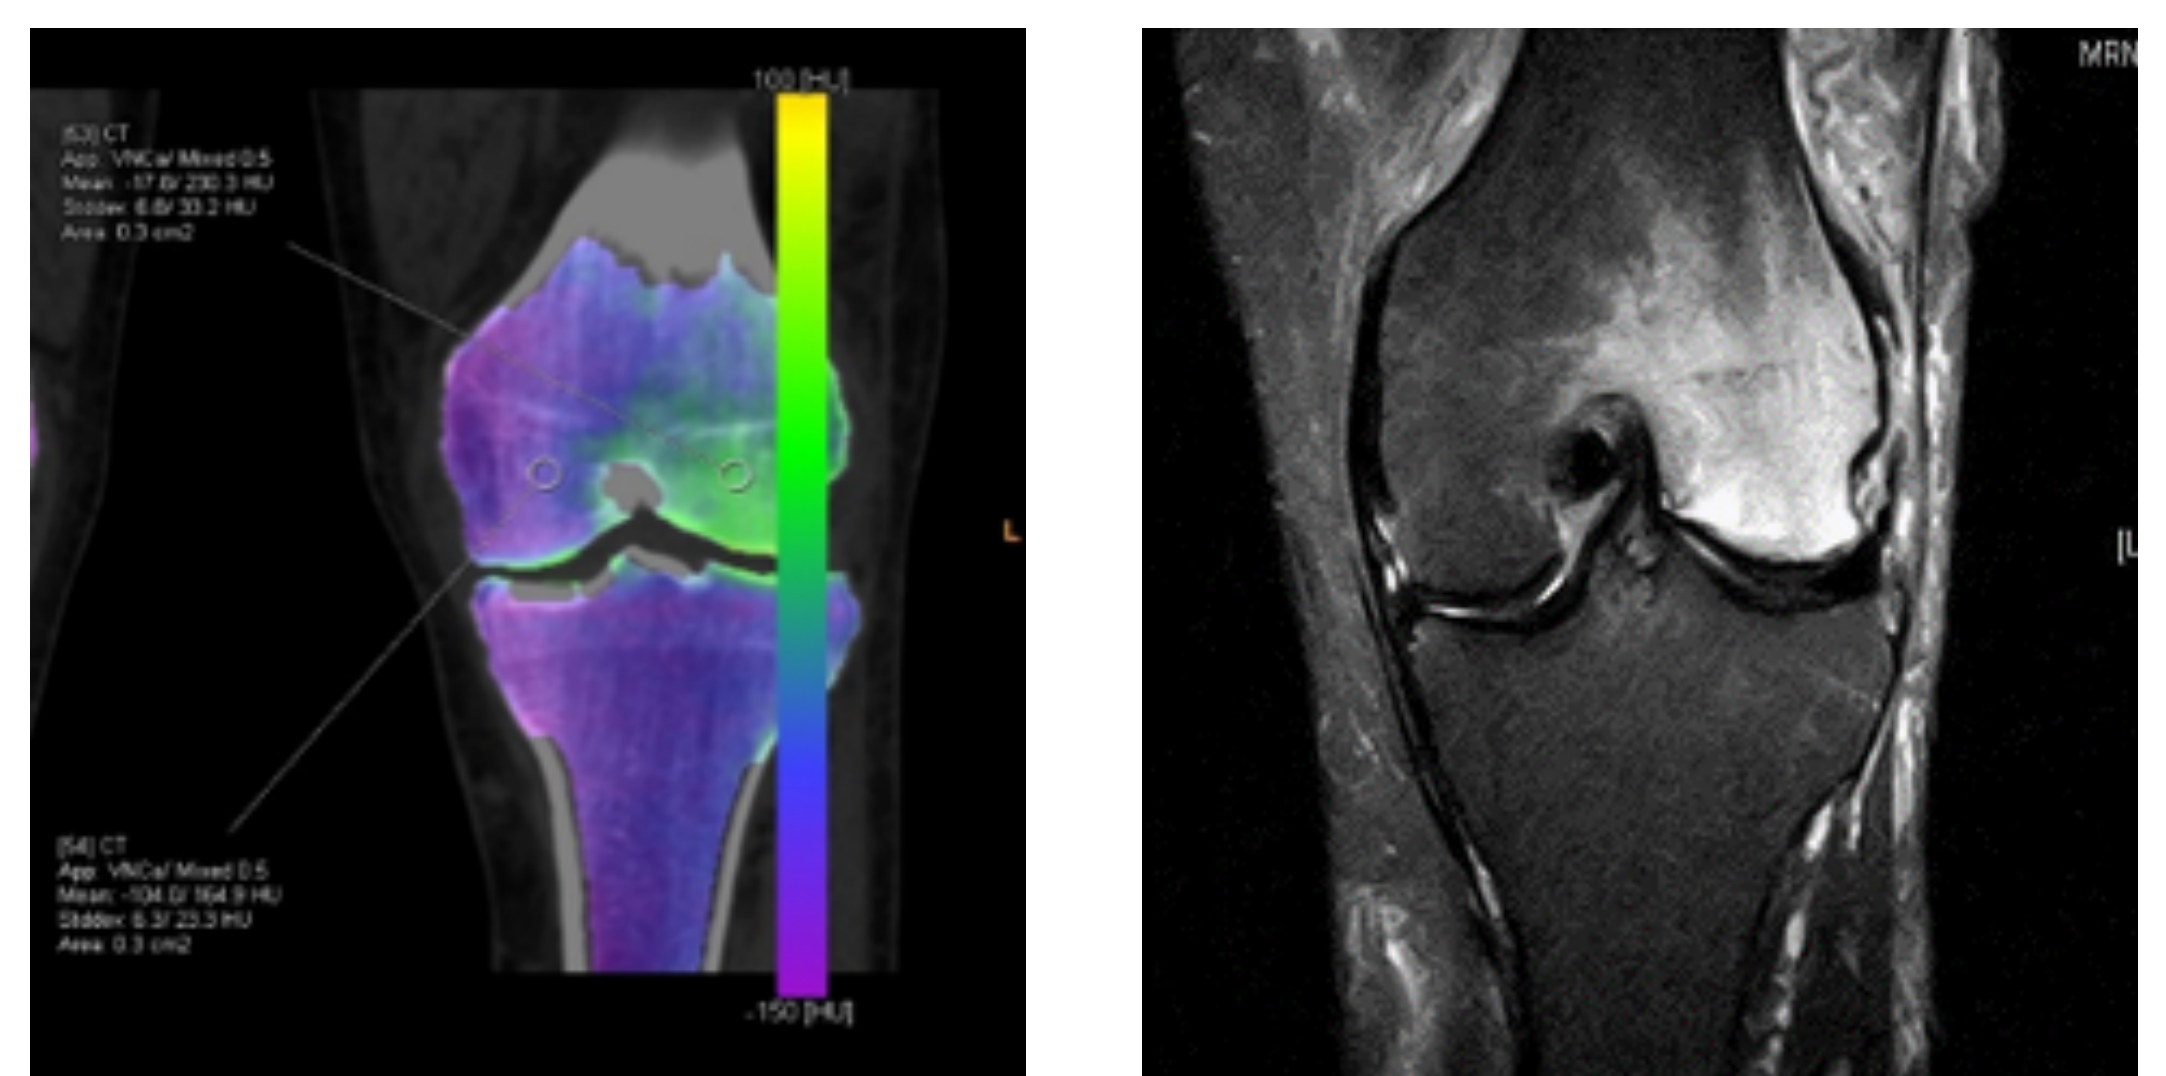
Paziente con frattura del condilo femorale sinistro. Dual Energy CT : tecnica di valutazione quantitativa (A). La tecnica "virtual non-calcium-subtraction" consente la visualizzazione dell'edema intraspongioso a livello del condilo femorale laterale sinistro, che appare di colore verde alla codifica di colore, nella stessa sede ove è apprezzabile alla RM nella sequenza STIR in sezione coronale (B), con associata frattura subcondrale. Il software dedicato permette il calcolo preciso dei valori di attenuazione da riferire all'edema nella regione di interesse (ROI): -17.8 HU.
